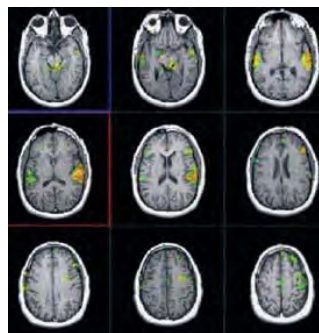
Resonancia magnética nuclear¹⁶
